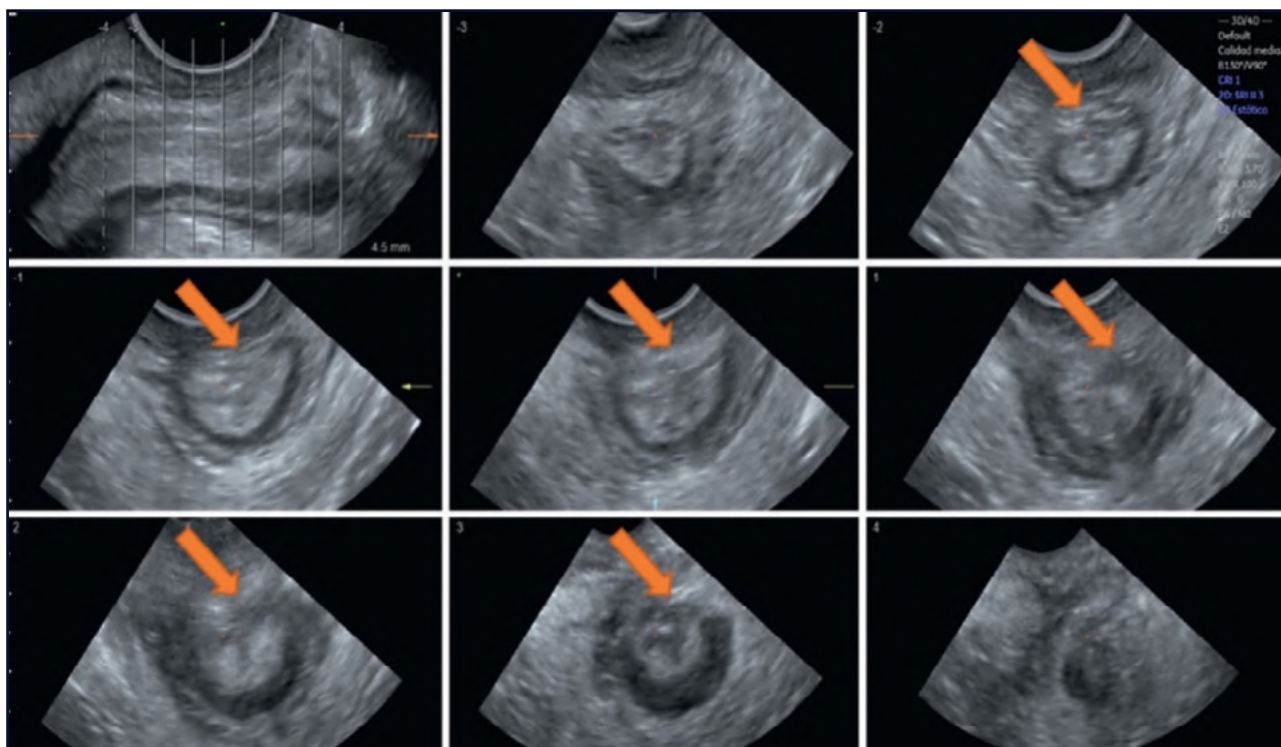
Ecografia transperineale tomografica con trasduttore convess. OASIS grado 3c: lesione dello sfintere esterno e dello sfintere interno (freccia) in 6 immagini tomografiche.
